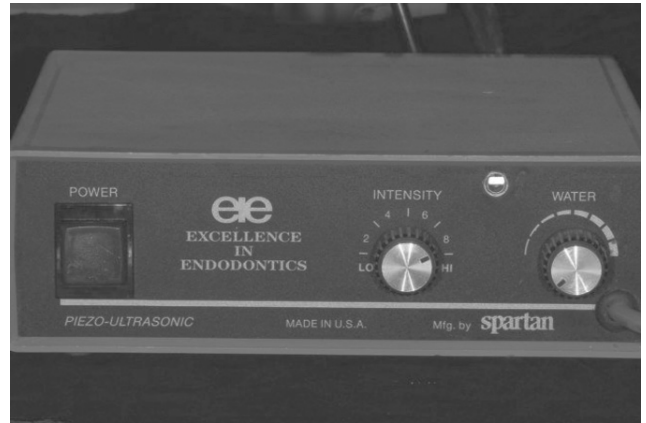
Aparato de ultrasonido y puntas de cavitron.
